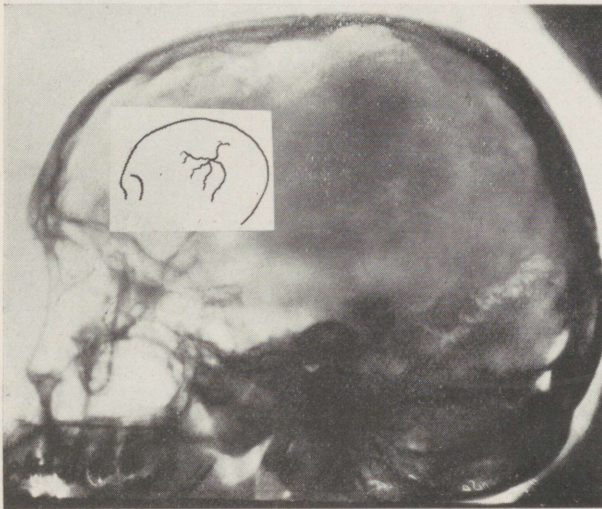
Röntgenbild von Fall 15. Am Orte des Tumors ist ein Netz erweiterter Blutgefäße sichtbar.
